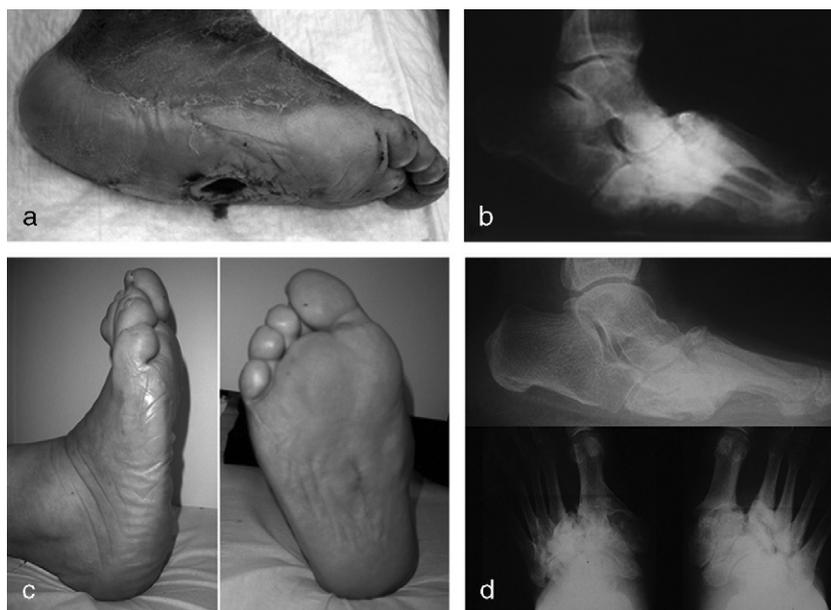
Traitement chirurgical par exostosectomie (Charcot type III). a,b. Ulcère avec ostéite du cuboïde (aspect clinique et radiographique). c. Aspect clinique à 16 mois. d. Radiographie de profil en charge du pied droit à 16 mois et radiographie de face des deux pieds : l'atteinte était bilatérale (Eichenholtz stade 3).
